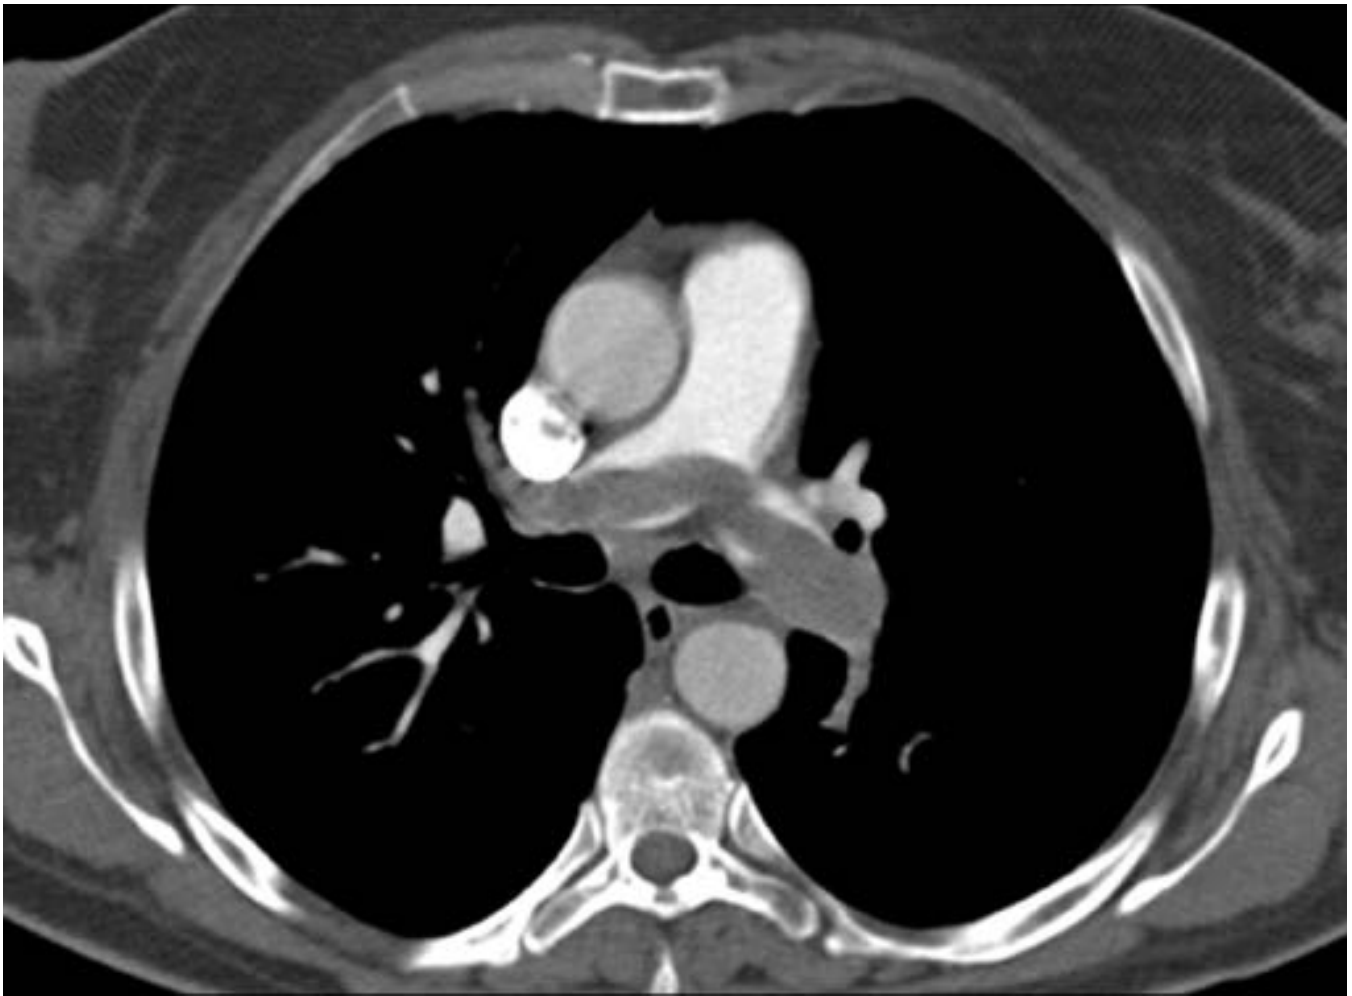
CORTOCIRCUITO DE IZQUIERDA-DERECHA. Corte axial a nivel de la bifurcación de la arteria pulmonar (A) y a nivel de la CIA (B) en TC con CIV en fase arterial con ventana de mediastino. Cardiomegalia con importante hipertrofia de ambas aurículas (en el contexto de su patología de base CIA ostium secundum (flecha)) y signos de hipertensión pulmonar asociada (relación del diámetro de la aorta ascendente/tronco pulmonar <1).
